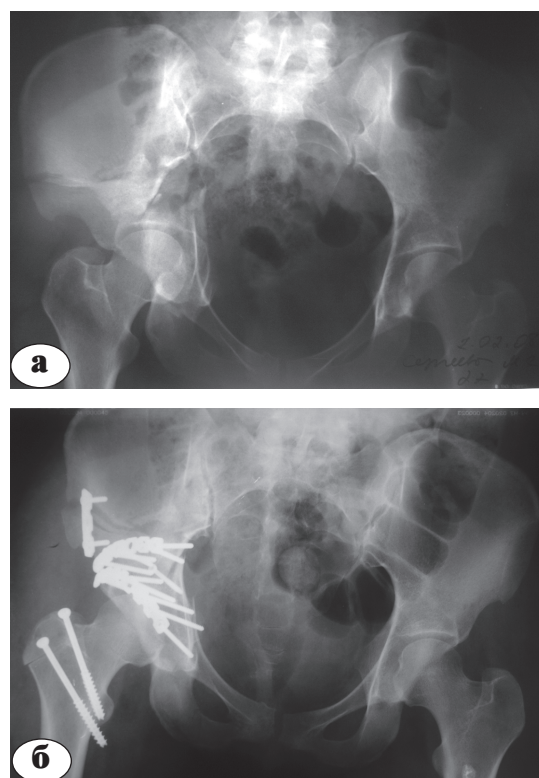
Рентгенограммы больной С. с высоким сложным двухколонным переломом правой вертлужной впадины: а – до операции; б – после остеосинтеза У-образным доступом
